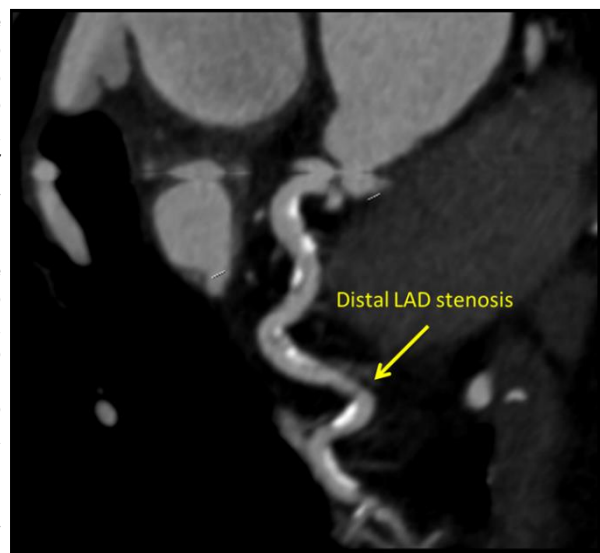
CT angiografia coronária demonstrando estenose distal de LAD. A angiografia coronária confirmou as descobertas. *Image courtesy of Dr Viknesh Jayapalen, King's College Hospital, UK*
